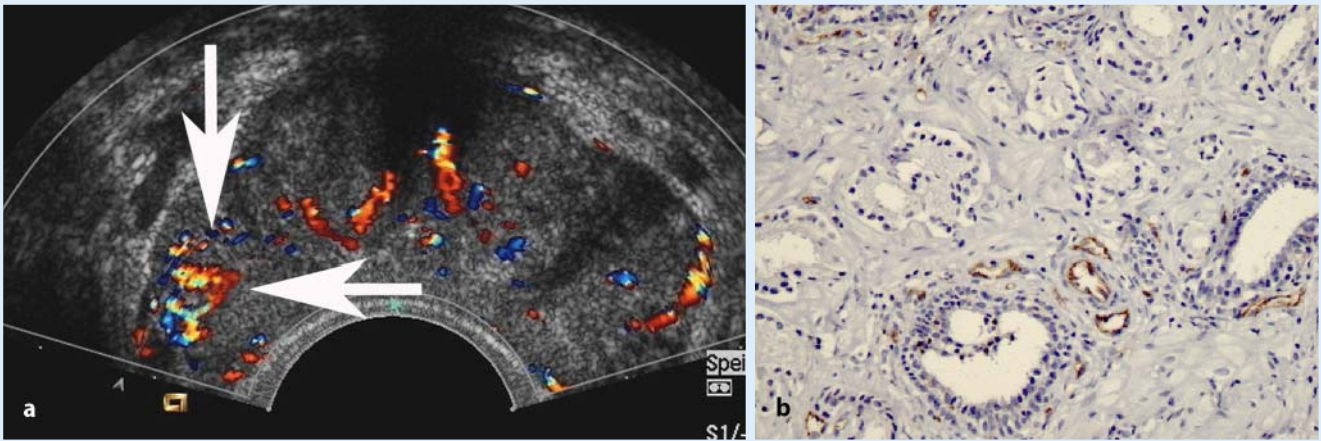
b ▲ Kontrastmittelverstärkte Dopplersonographie der Prostata bei einem Karzinompatienten und Korrelation mit der Mikrogefäßdichte. a Die kontrastmittelverstärkte Dopplersonographie zeigt ein hypervaskuläres Areal (Pfeile) rechts, dem Prostatakarzinom entsprechend. b Die Mikrogefäßdichte (braun gezeichnete Gefäße) aus diesem Areal war sehr hoch, was sehr gut mit der hohen Farbsignaldichte korrelierte
